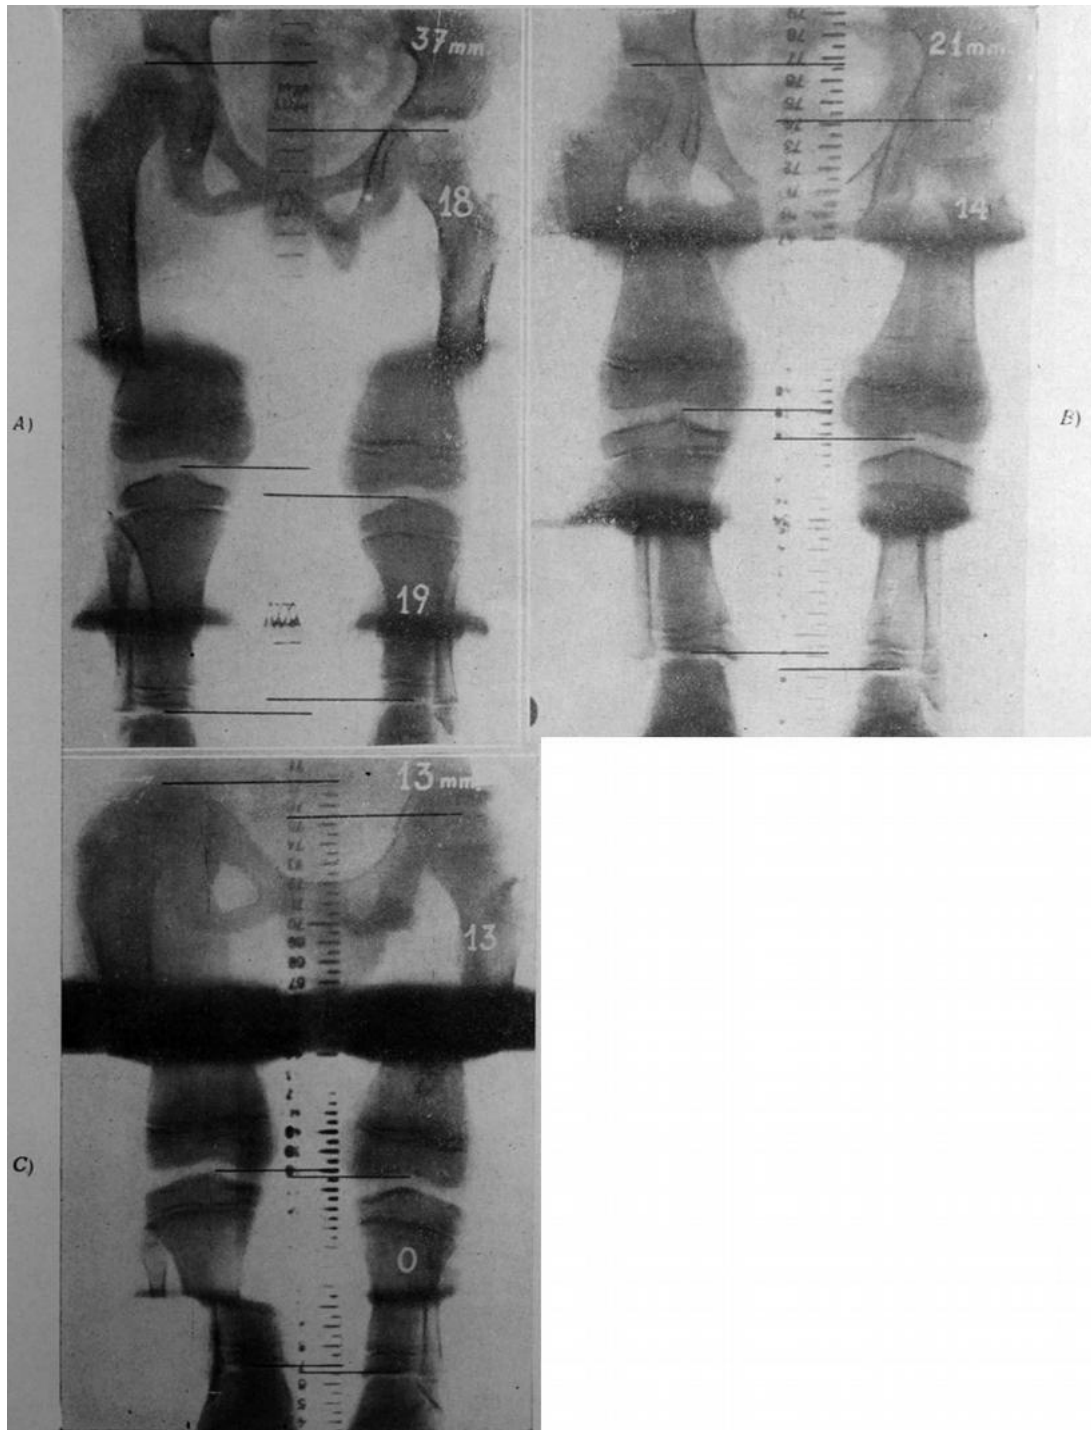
A), B) y C), radiografías de medición del enfermo J. R. Historia 10. 826. Varón. A los 8,10 y 10,6 años de edad. Se le practicaron dos estimulaciones de crecimiento — variedades técnicas D y B — a los ocho y diez años de edad. Se ganaron 24 milímetros en total.
